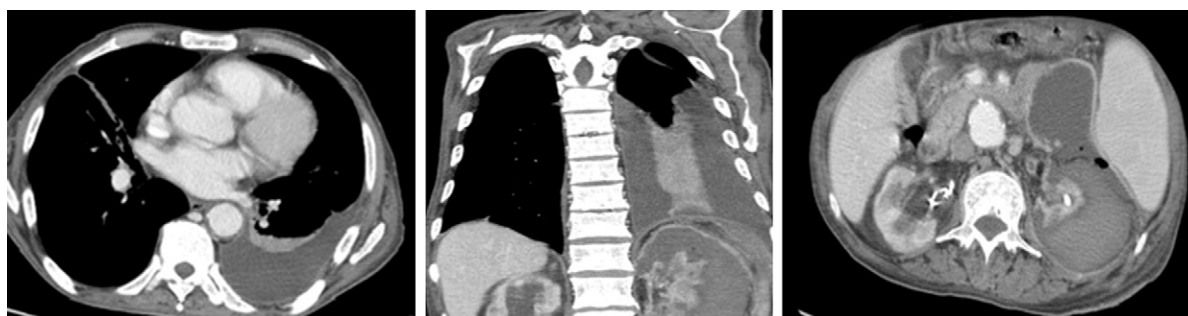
TC – Opacificação homogênea no andar inferior do hemitórax esquerdo, sugestivo de derrame pleural de pequeno/moderado volume.
